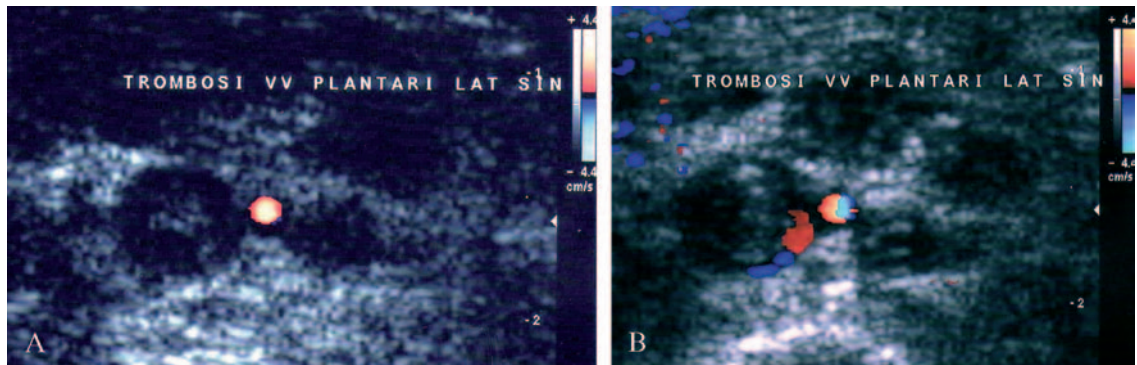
Trombosi plantari visibili all'ecocolordoppler con codifica colore. A) L'arteria plantare (rossa) con le due vene omonime occupate da materiale trombotico ipoeoceno. B) Flusso marginale evocato dalla compressione plantare.
